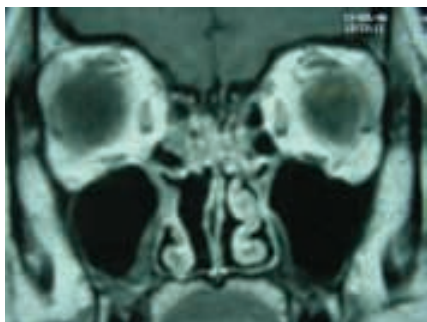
Corte coronal de resonancia magnética (T1) de una paciente de 32 años con diagnóstico de esteseoneuroblastoma clasificación Kadish C.
